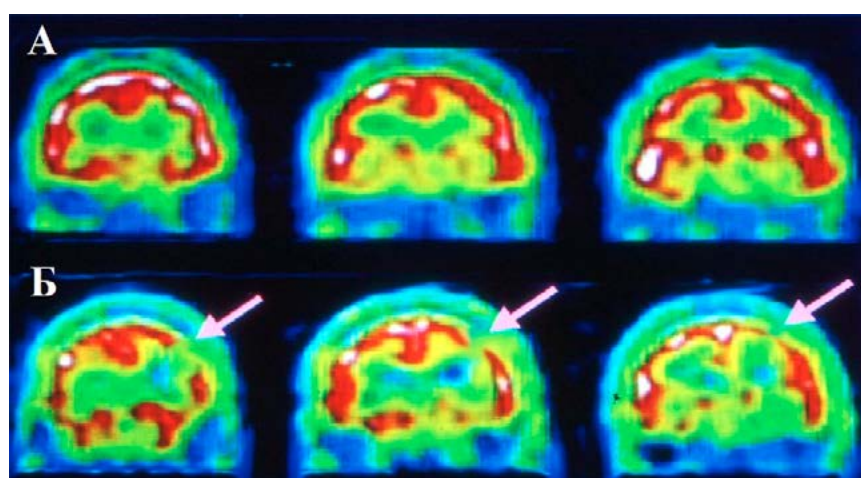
ОЭКТ головного мозга с  $^{99m}\text{Tc}$ -ГМПАО у пациента с АГ. А. Исследование в покое. Б. После пробы с диамоксом выявляются преходящие дефекты перфузии коры головного мозга (стрелки).
